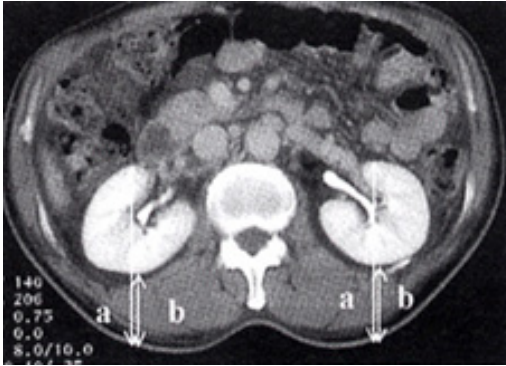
Mesasuring kidney depth by abdomen CT image.
